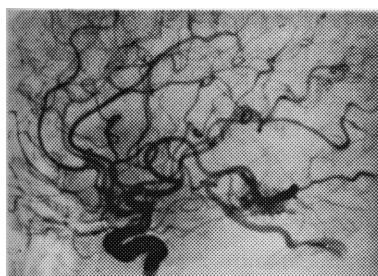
(à esquerda). Exemplo de HL pequena. Paciente de 37 anos que subitamente apresentou cefaléia e afasia de Wernicke. TC: hemorragia temporal esquerda. Angiografia: malformação vascular.
